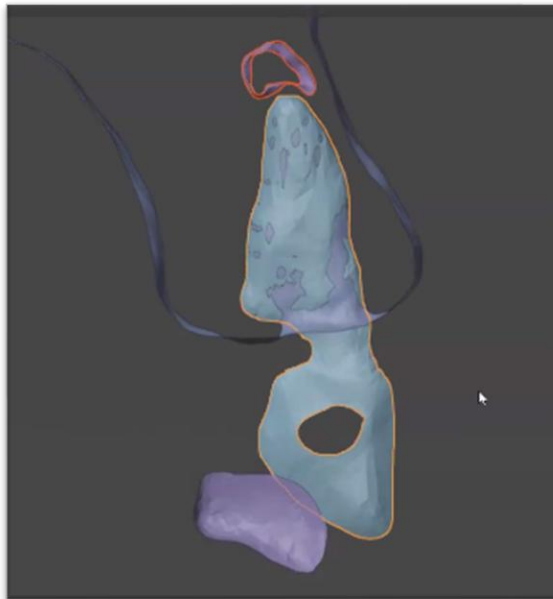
Corte longitudinal del archivo STL, donde se muestra la segmentación del órgano dentario, el maxilar y la lesión periapical. Captura de fuente propia.
